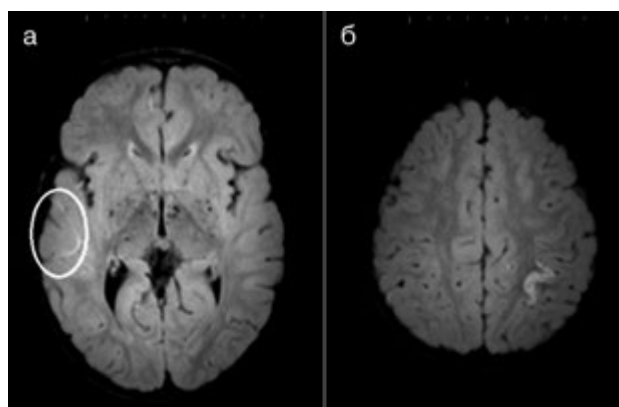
МР-томограмма головного мозга ребенка Ф., 2,5 лет. Протокол 3D FLAIR (MPR-реконструкция в аксиальной плоскости).
